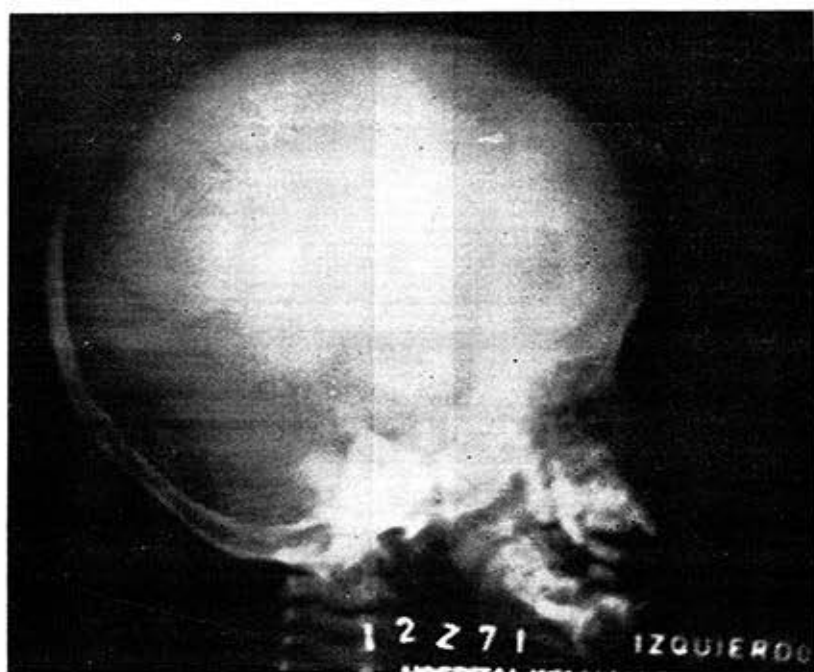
Radiografía de cráneo, vista lateral.
